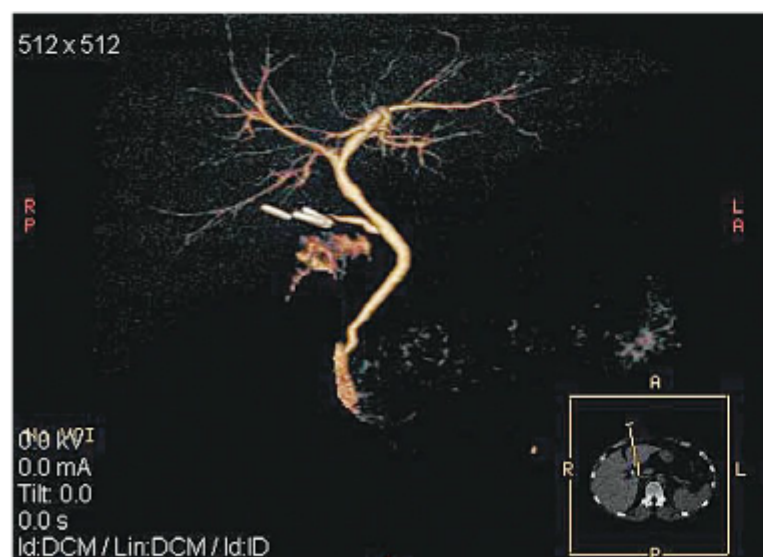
Colangio-TC mostrando imagem aumentada do sistema biliar comparável à CPRM. Os ductos biliares intra-hepático e extra-hepático são nitidamente observados nesse paciente para avaliação de hepatectomia direita de doador vivo.
